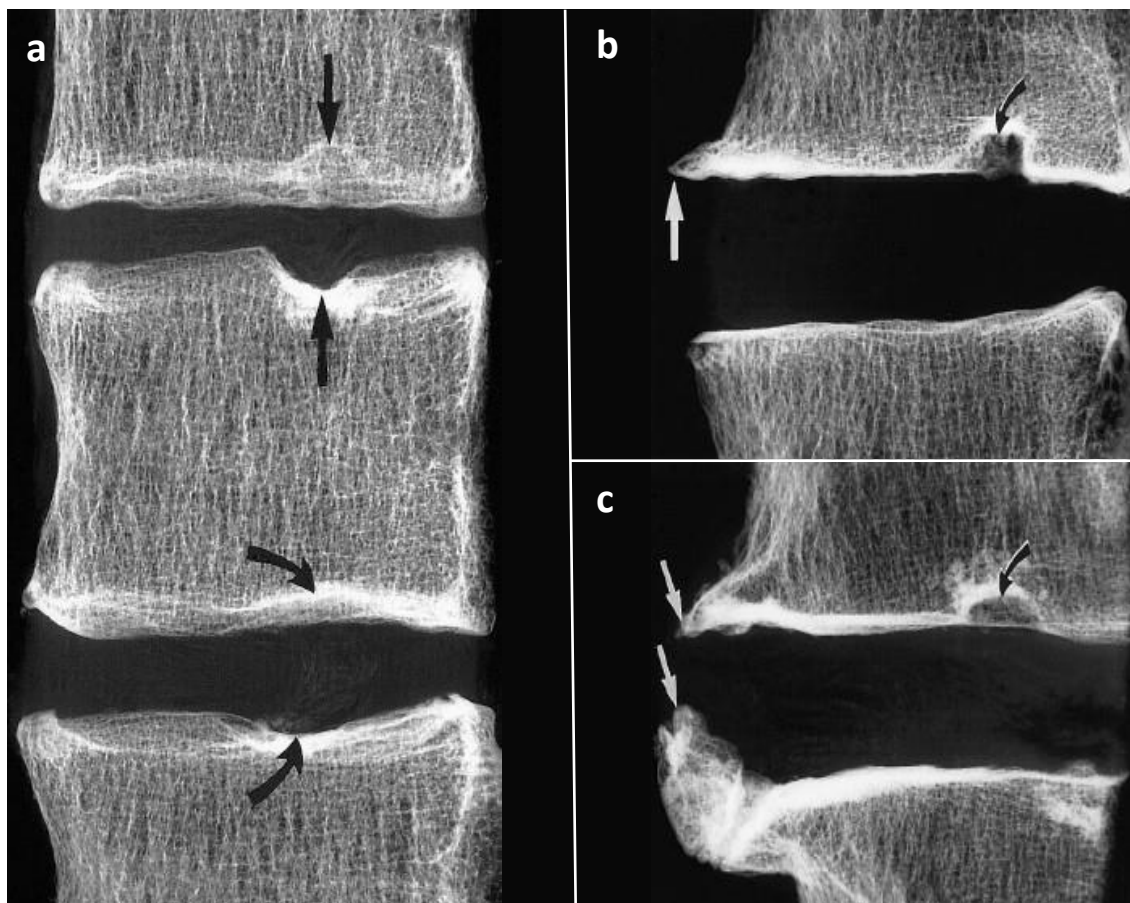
a) Radiografia sagital da T11, T12 e L1 de um indivíduo com 61 anos com NS (setas retas); b) Radiografia sagital da L2 e L3 de um indivíduo com 71 anos com evidências de NS (seta preta) e formação de osteófitos (seta branca); c) Radiografia sagital das L2 e L3 de um indivíduo com 59 anos com evidências de Nódulo de Schmorl (seta preta) e formação de osteófitos “bicos de papagaio” (setas brancas) - Adaptada de Pfirrmann & Resnick 2001: 370-371.
